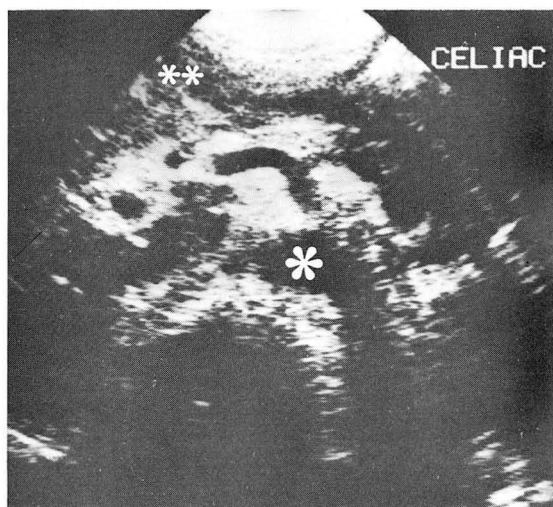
Description of celiac axis as a landmark by ultrasound on transverse scan *: aorta, : liver
